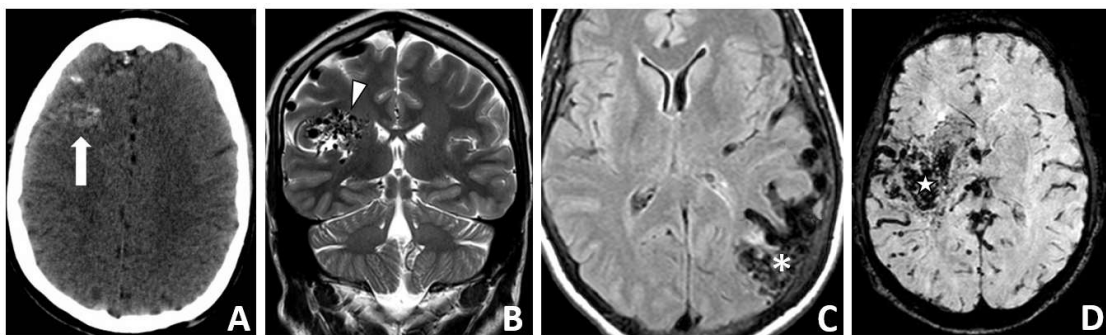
Imágenes de MAVs por TC (A) y RM (B, C y D). (A) Imagen de TC simple en plano axial, obsérvese el área hipodensa en la región frontal derecha, con múltiples calcificaciones puntiformes (flecha blanca), correspondiente a la MAV. (B) Imagen de RM con técnica de T2 en
